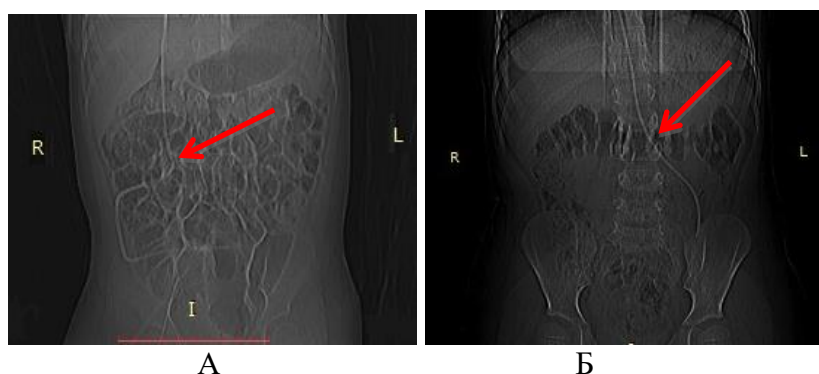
Обзорная рентгенограмма брюшной полости (передняя проекция): А — Наблюдение №52, больная Б., 3 года, 2288-10. Стрелкой указано место имплантации перитонеального катетера в правой подреберной области; Б — Наблюдение №21, больной И., 7 лет, история болезни №836-09. Стрелкой указано место имплантации перитонеального катетера в левой подреберной области
